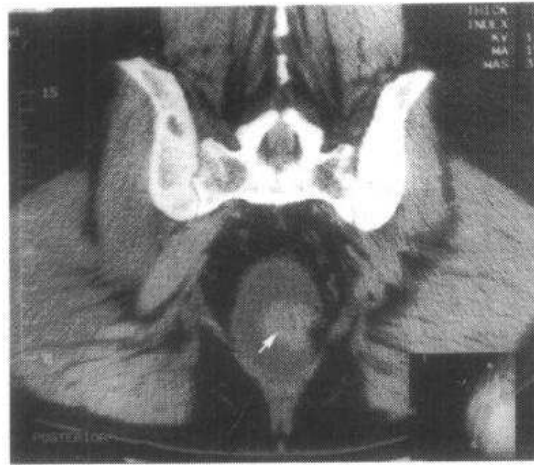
直肠直接冠状面 CT 扫描完整地显示突出于直肠腔内的病变 (↑)。
